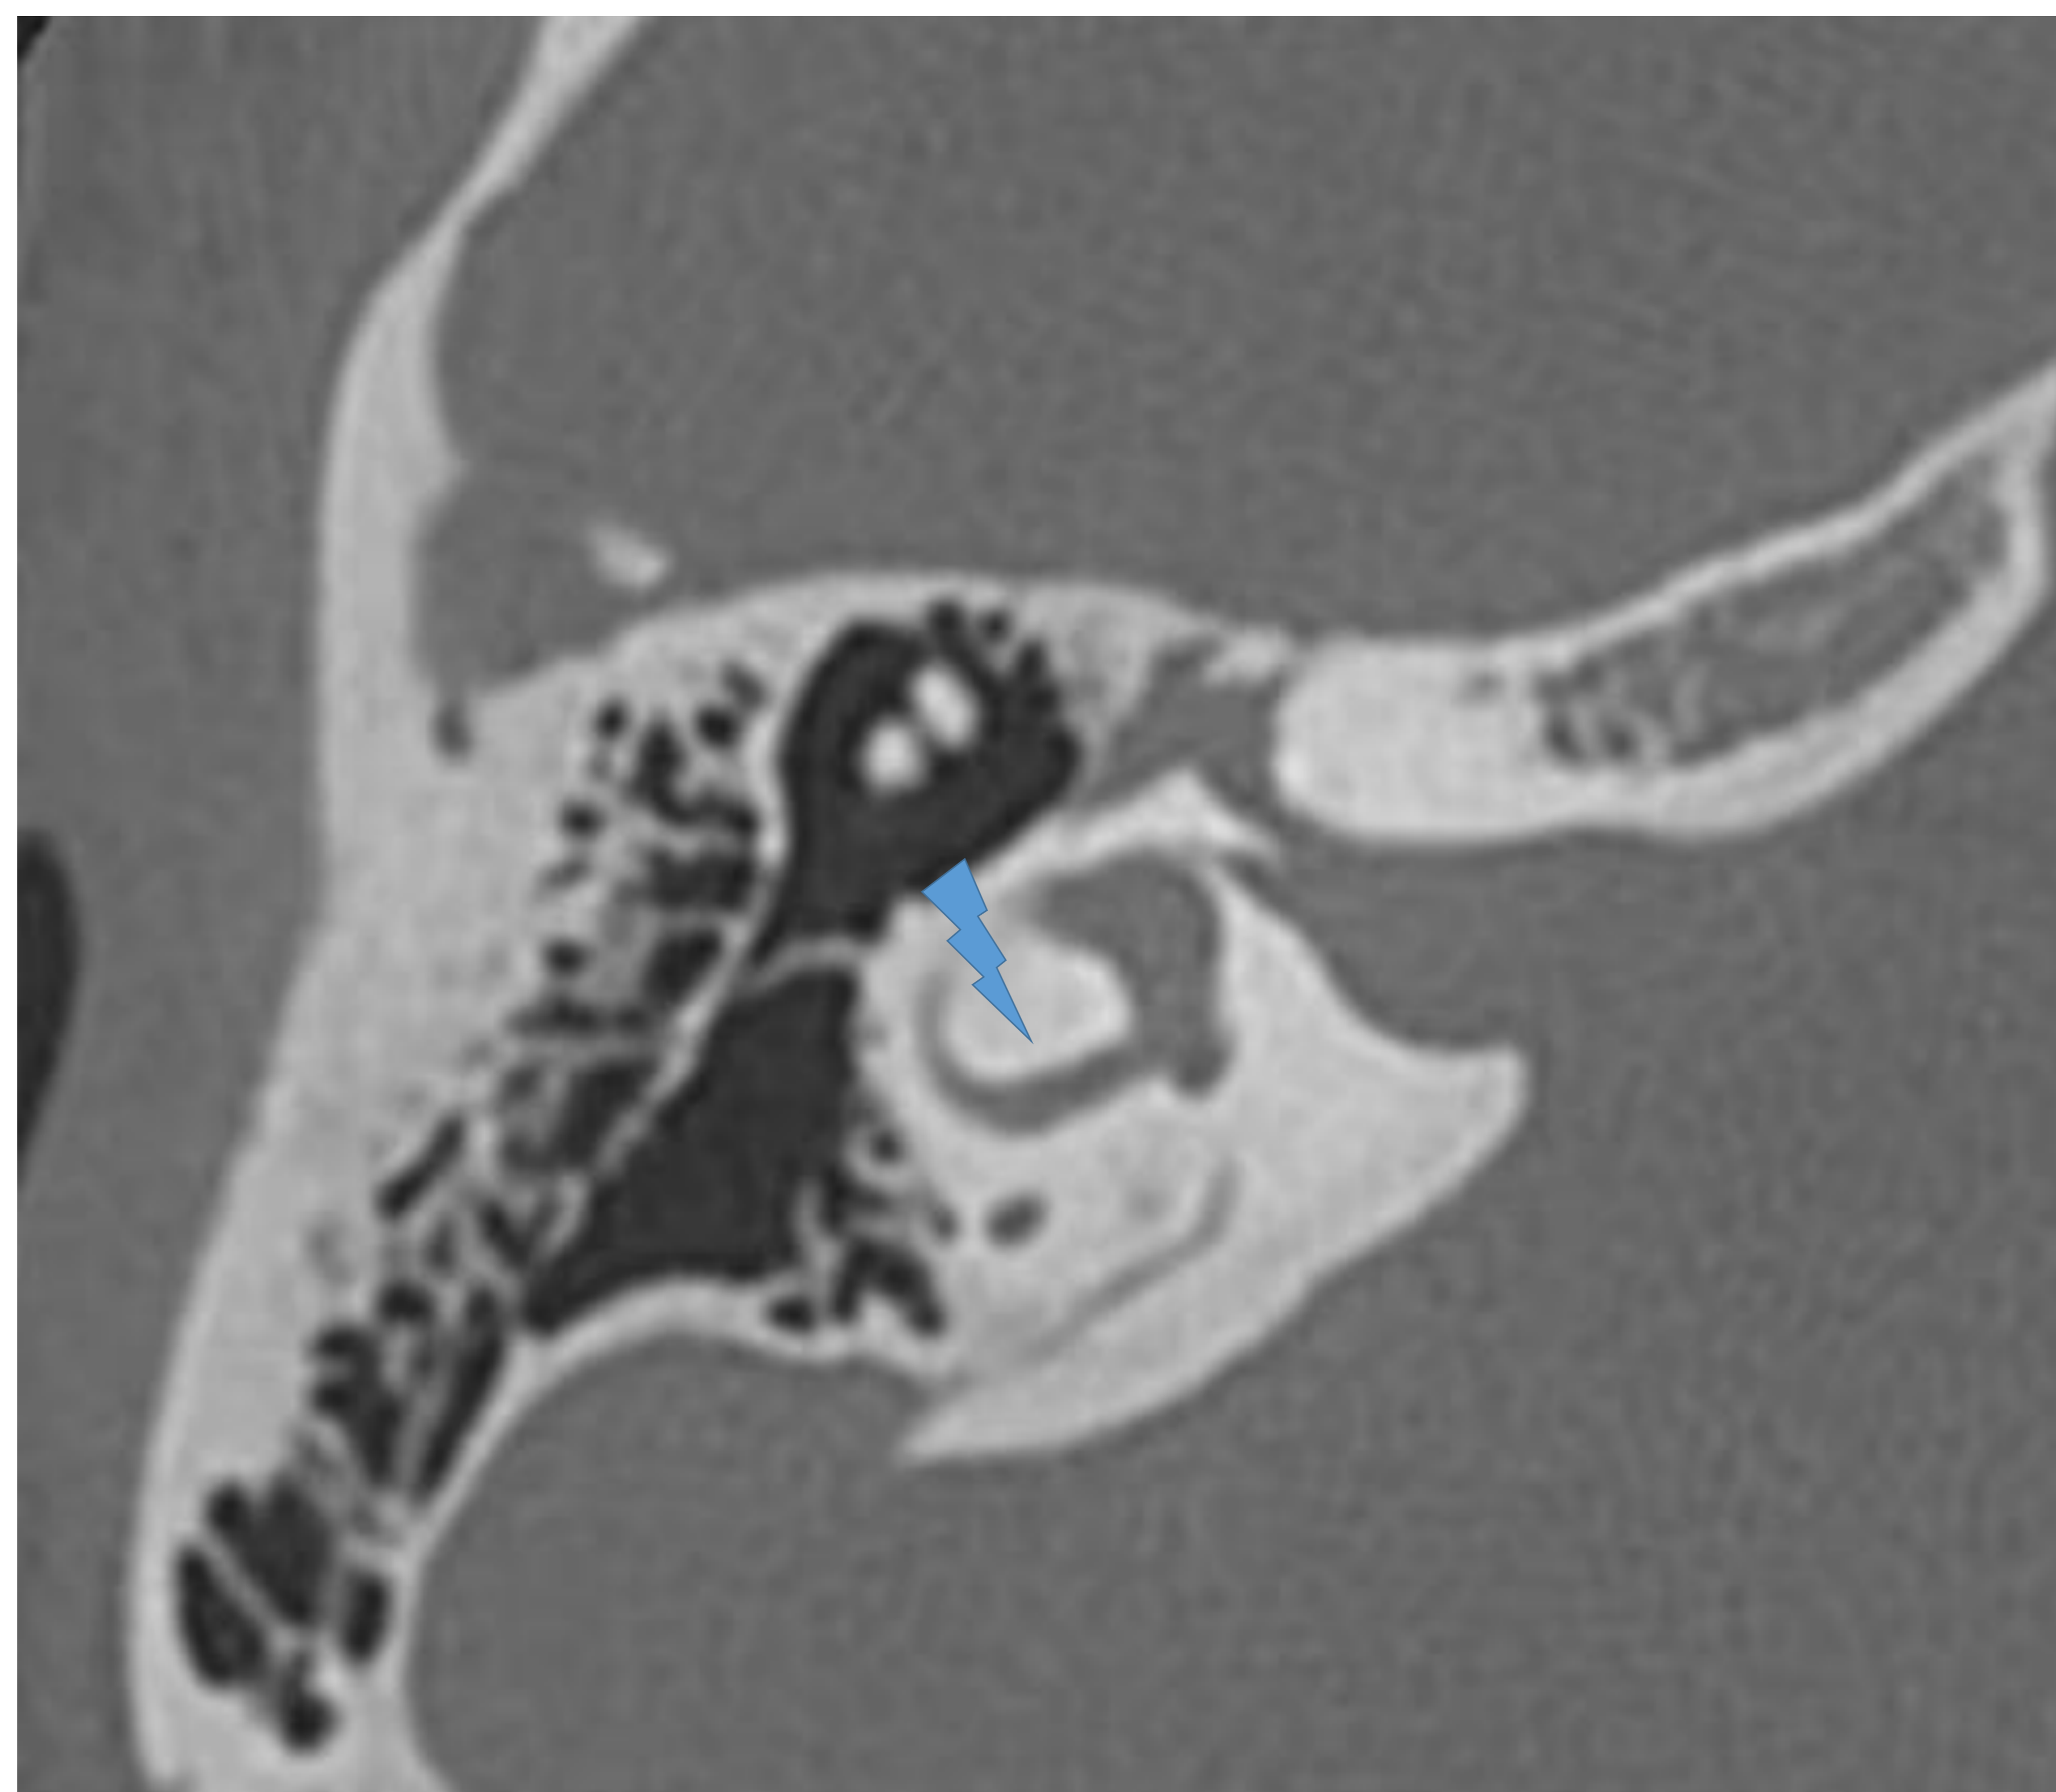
Corte axial TC: isla ósea del canal semicircular lateral.
